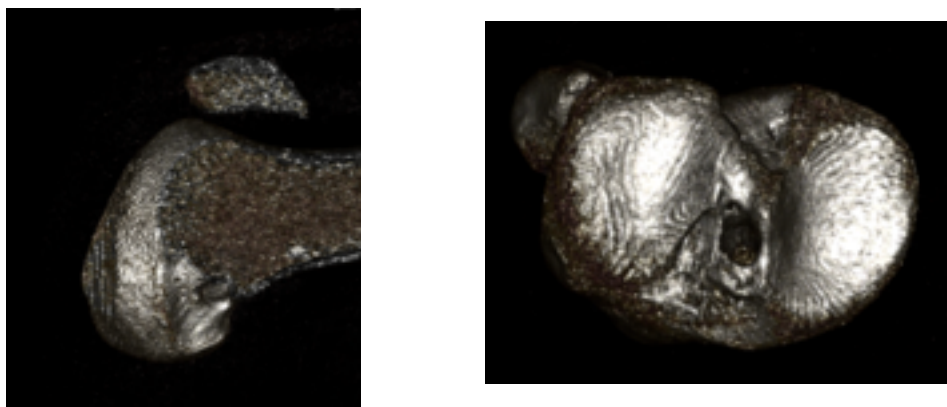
Reconstrucción con TC de los túneles del Caso 6
